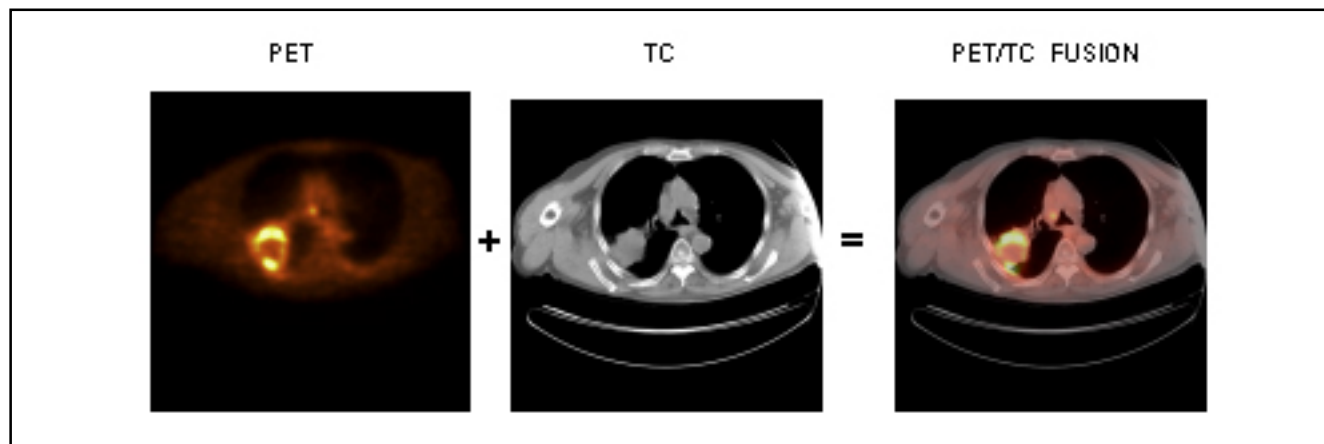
Imágenes PET - TC y PET FUSION en evaluación de carcinoma pulmonar derecho con necrosis central. Las imágenes de la PET evalúan correctamente la extensión de la lesión viable y la necrosis central, no diferenciada por la TC y el estudio de fusión es ideal para definir la zona de toma de biopsia.
